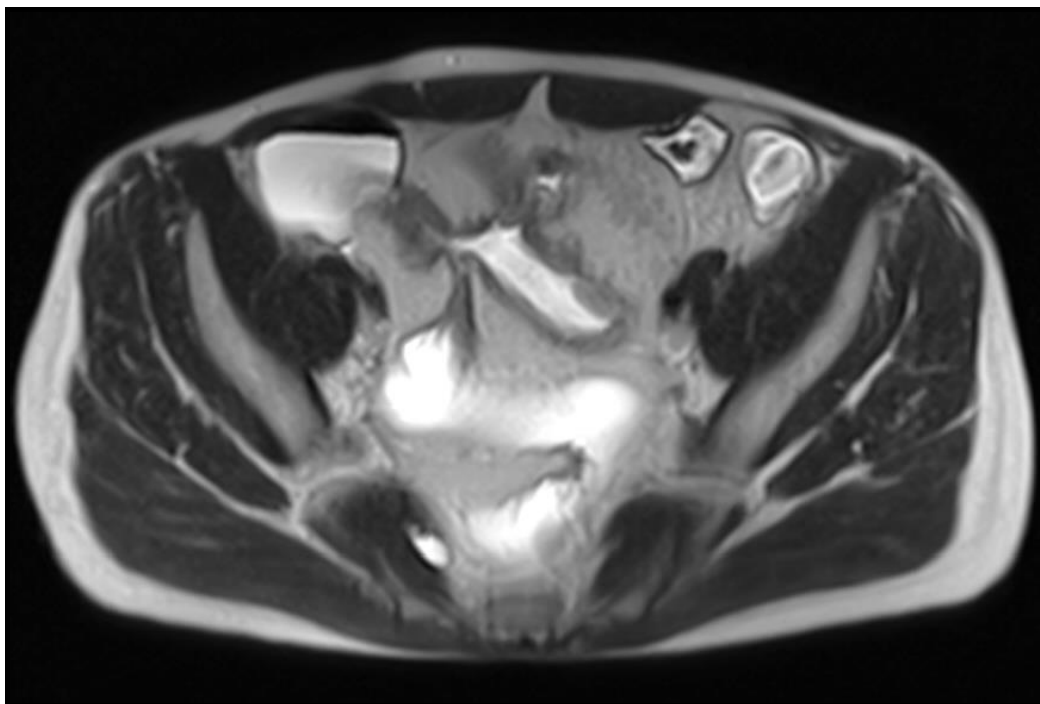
Kernspintomographisches Bild eines Patienten mit ileosigmoidaler Fistel
